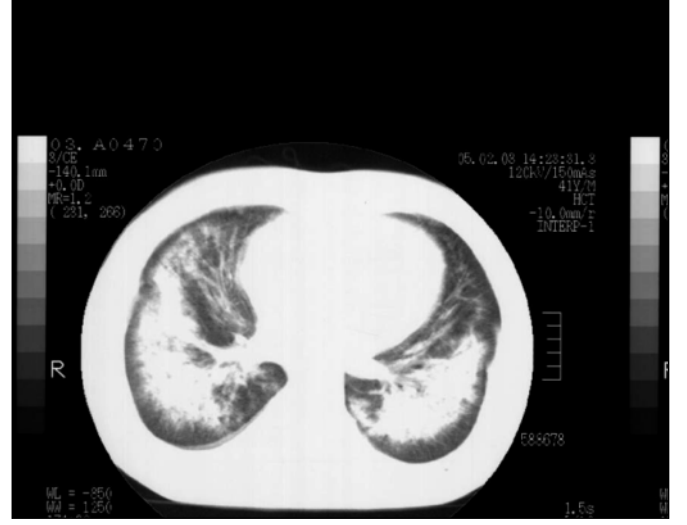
Tedavi öncesi akciğer grafisi.
